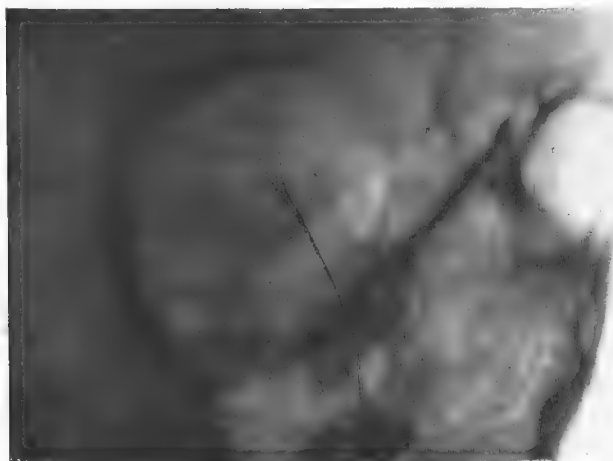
Radiographie du trou optique gauche.
